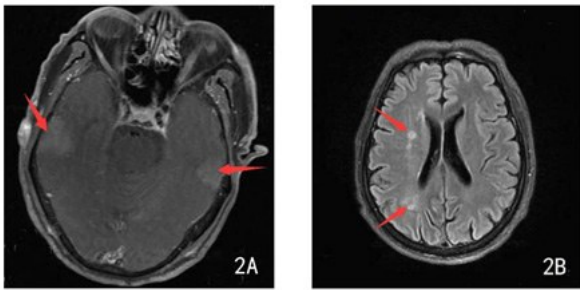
支架植入术前,头颅MRI示多发的缺血性病灶(图中箭头所示)
